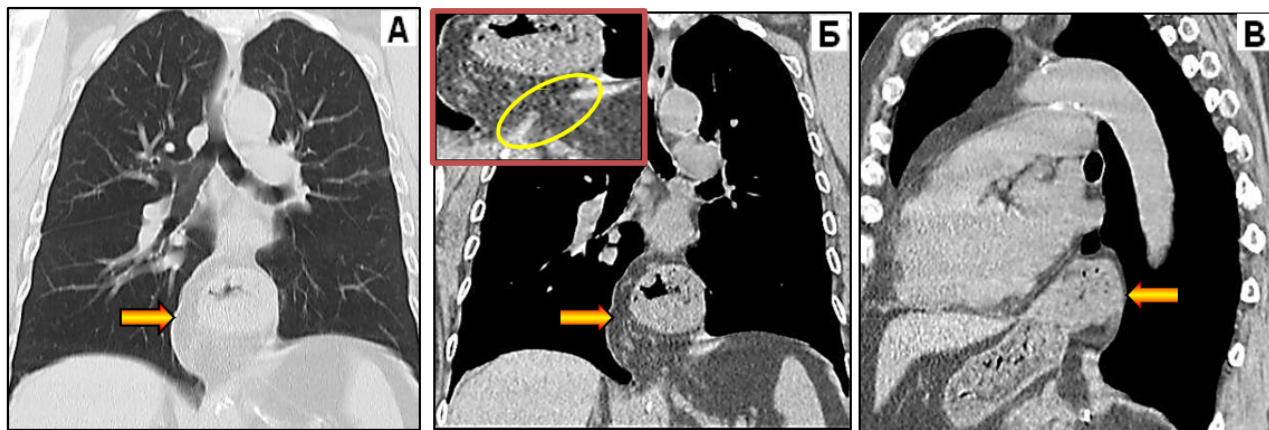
Больная Ф., 41 год. Грыжа пищеводного отверстия диафрагмы («грудной желудок»), МСКТ. (А) – МПР во фронтальной проекции, лёгочное электронное окно. (Б) – МПР во фронтальной проекции, мягкотканное электронное окно, увеличенный фрагмент грыжевых ворот (кольцевая метка). (В) – МПР в левой боковой проекции, мягкотканное электронное окно. Грыжевым содержимым является: кардия и дно желудка с желудочным содержимым. Отмечается отсутствие абдоминального отдела пищевода и укорочение грудного его отдела – «грудной желудок».
